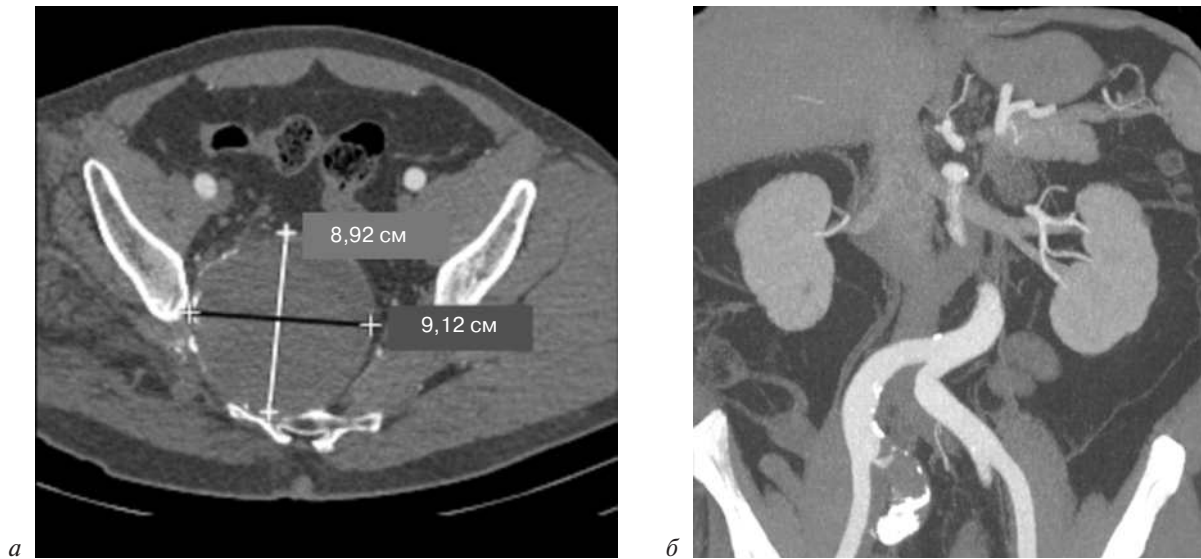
Контрольная МСКТ-аортография через 9 мес:
